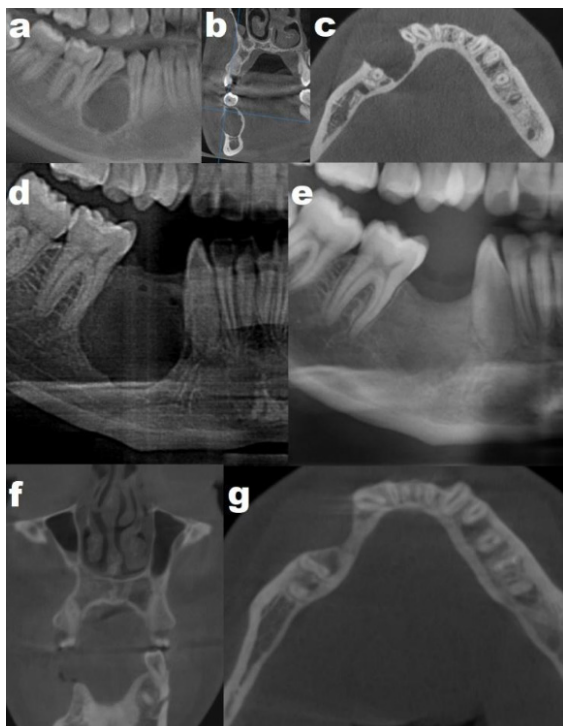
Preoperatorio: (a) Radiografía panorámica donde se visualiza lesión radiolúcida unilocular piriforme en mandíbula, con divergencia radicular de piezas 4.4 y 4.5. Tomografía Cone Bean, (b) corte coronal y (c) corte axial donde se visualiza lesión hipodensa unilocular causando erosión de tabla vestibular. Posoperatorio inmediato: (d) Radiografía panorámica donde se evidencia ausencia de lesión unilocular piriforme previa y de piezas 4.4 y 4.5. Seguimiento al año: (e) Radiografía panorámica, imagen mixta en reborde alveolar mandibular residual a nivel de piezas 4.4 y 4.5, sin signos de recidiva. Tomografía Cone Bean, imagen hiperdensa donde hubo lesión hipodensa (preoperatorio), con aumento de dimensión transversal de reborde residual sin signos de recidiva, (f) corte coronal y (g) corte axial.
